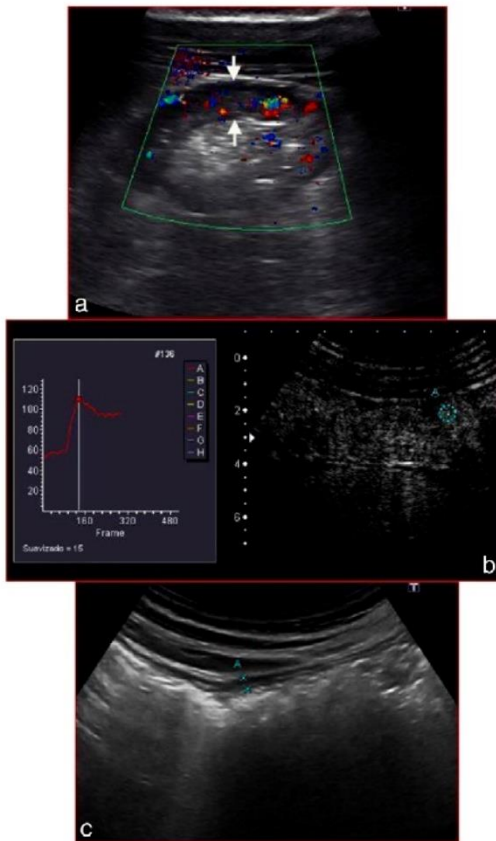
(a) Pre-treatment transverse US scan of the ascending colon shows marked color Doppler flow in the thickened wall (between arrows). (b) Post-contrast agent longitudinal image before treatment with the anti-TNF drug shows marked enhancement of the walls. An 82% percentage of enhancement increase in wall brightness was measured in the brightness-time curve (ROI in bowel wall). (c) Longitudinal US section of the ascending colon of the same patient depicts normal wall (<3 mm) (A) after 1 year of the treatment with anti-TNF.
